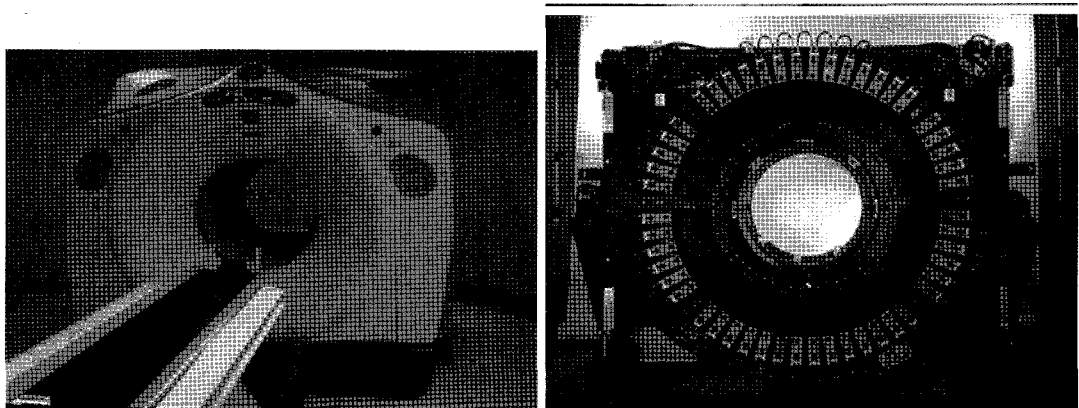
GE Discovery LS PET-CT scanner. (A) Outer appearance of PET-CT scanner (B) Full-ring-detector of PET component.
